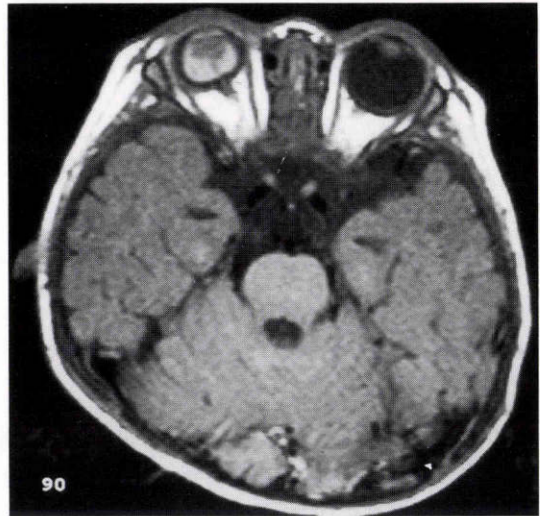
症例 4：頭部 MRI 写真(T1 強調画像, 水平断)。
